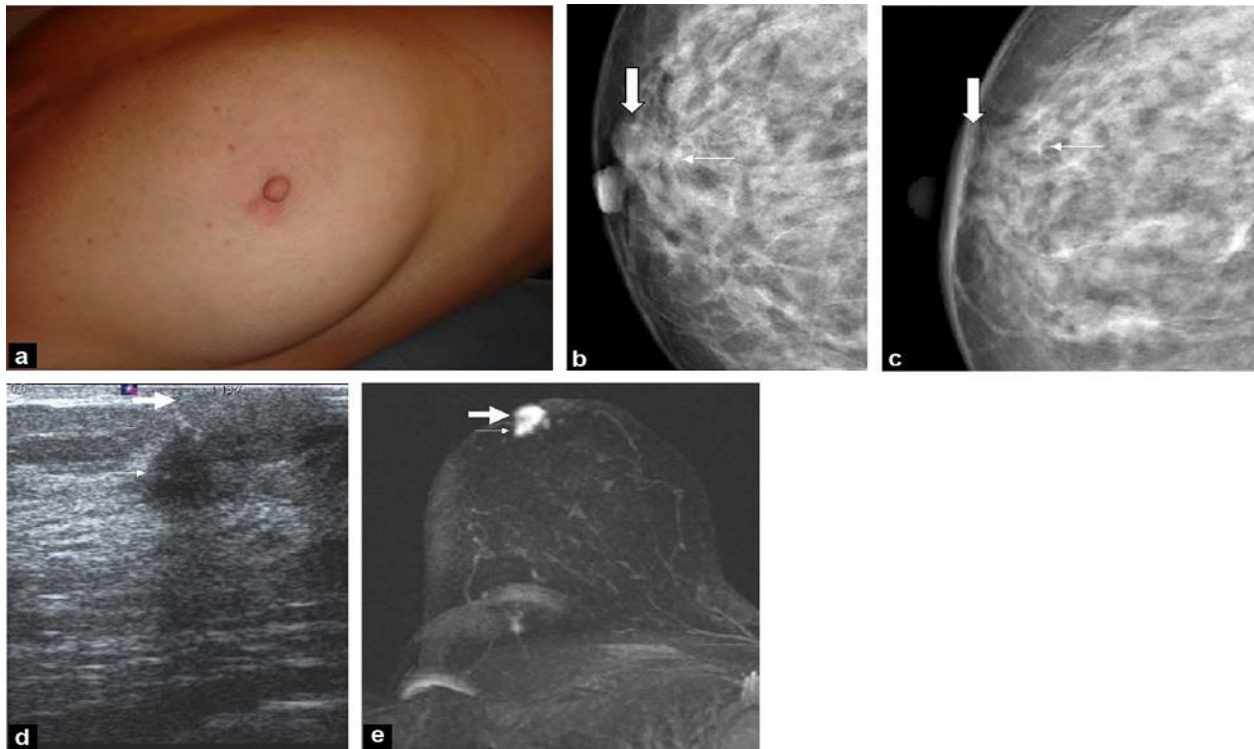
Modification récente de l'aréole chez une patiente de 58 ans. En mammographie, échographie et IRM, on visualise une masse aréolaire superficielle régulière correspondant à la masse en relief et une masse stellaire sous-jacente expliquant la rétraction aréolaire.
